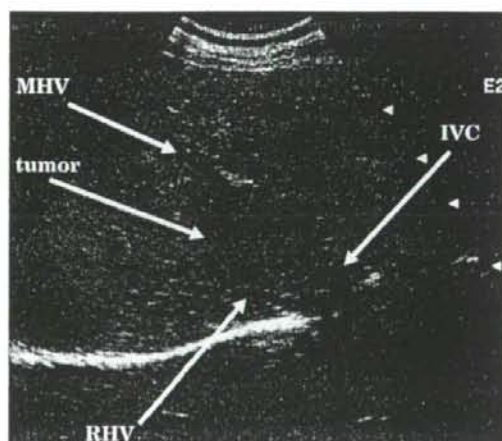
Abdominal ultrasonogram shows hypoechoic tumor adjacent to inferior vena cava (IVC) (arrows).
